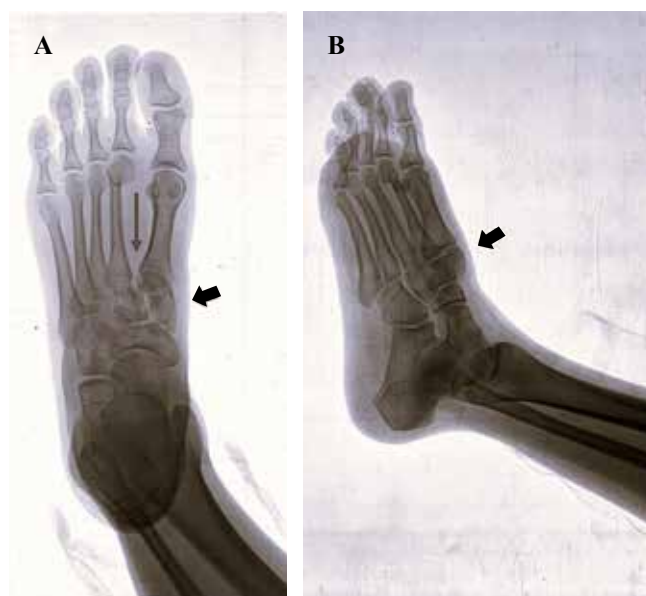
Radiografía de pie derecho. A) Proyección anteroposterior; se observa fractura de cuneiforme medial conminuta (flecha corta) y apertura de espacio de Lisfranc (flecha larga). B) Proyección oblicua; se aprecia desplazamiento dorsal de cuneiforme medial (flecha).
